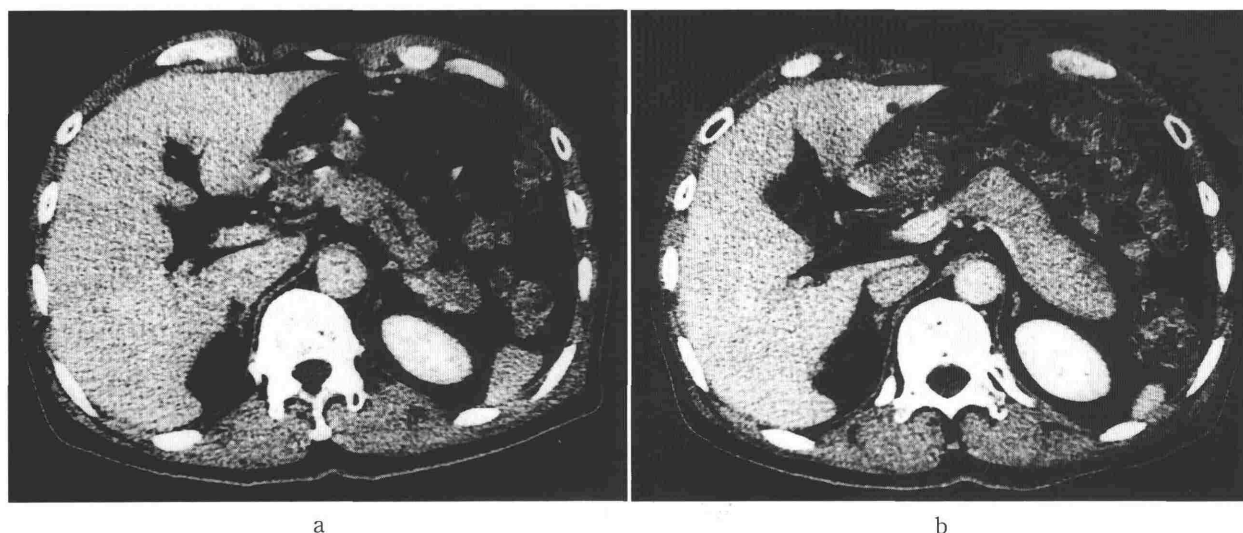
a : 外来初診時 (1994 年 2 月 8 日) の造影 CT 像。主膵管の拡張像を認める。
